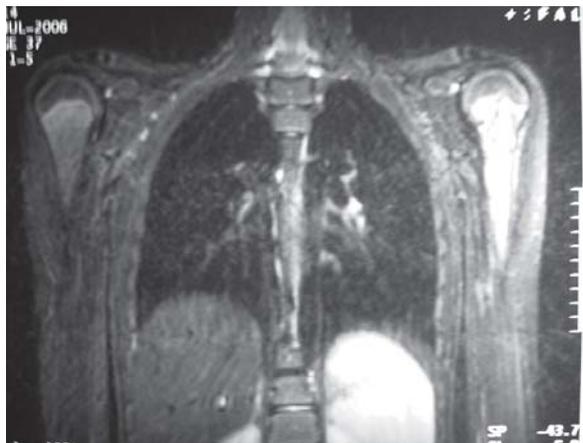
Paciente que comienza con poliartralgias y posteriormente presenta una crisis de dolor óseo. La radiología era normal y en la RMN se detecta la infiltración medular con aumento de intensidad de la señal. Esta imagen permitió sospechar una enfermedad por depósito lisosomal, lo que permitió llegar al diagnóstico correcto.
